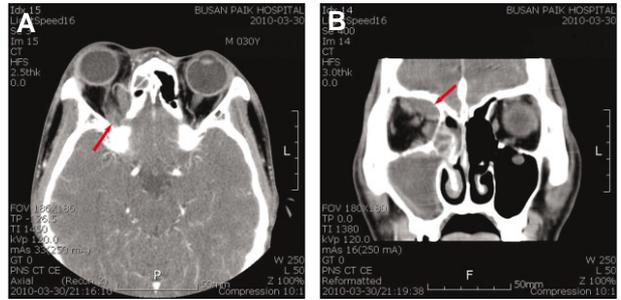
Contrast-enhanced facial CT scan: Axial view A and Sagittal view B revealing of subperiosteal abscess formation in medial and supramedial aspects of right orbit (arrow) and sinusitis in right sided paranasal sinus cavities.
